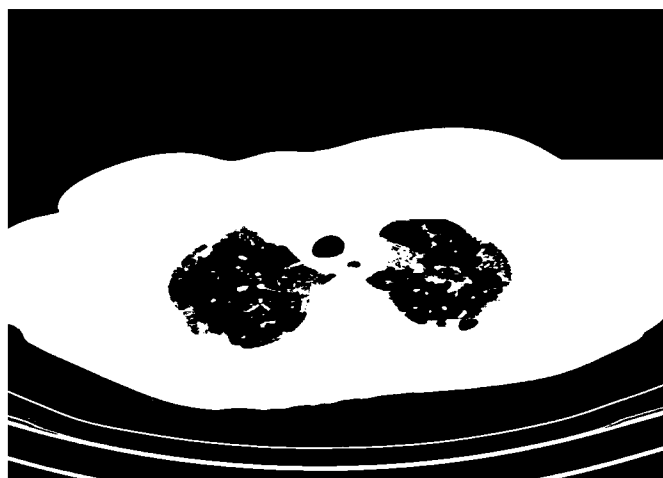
КТ ОГК: симптом «бульжной мостовой»
